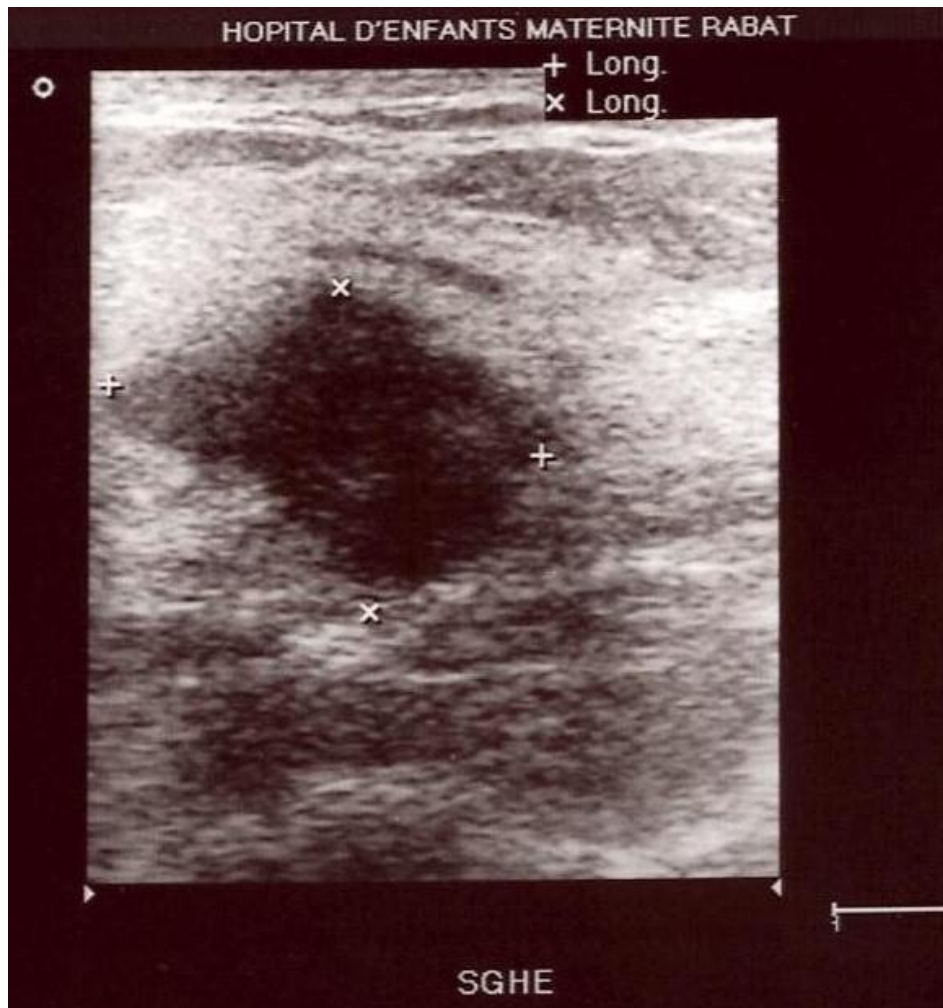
Échographie du sein gauche une lésion lacunaire à limites floues [22]
